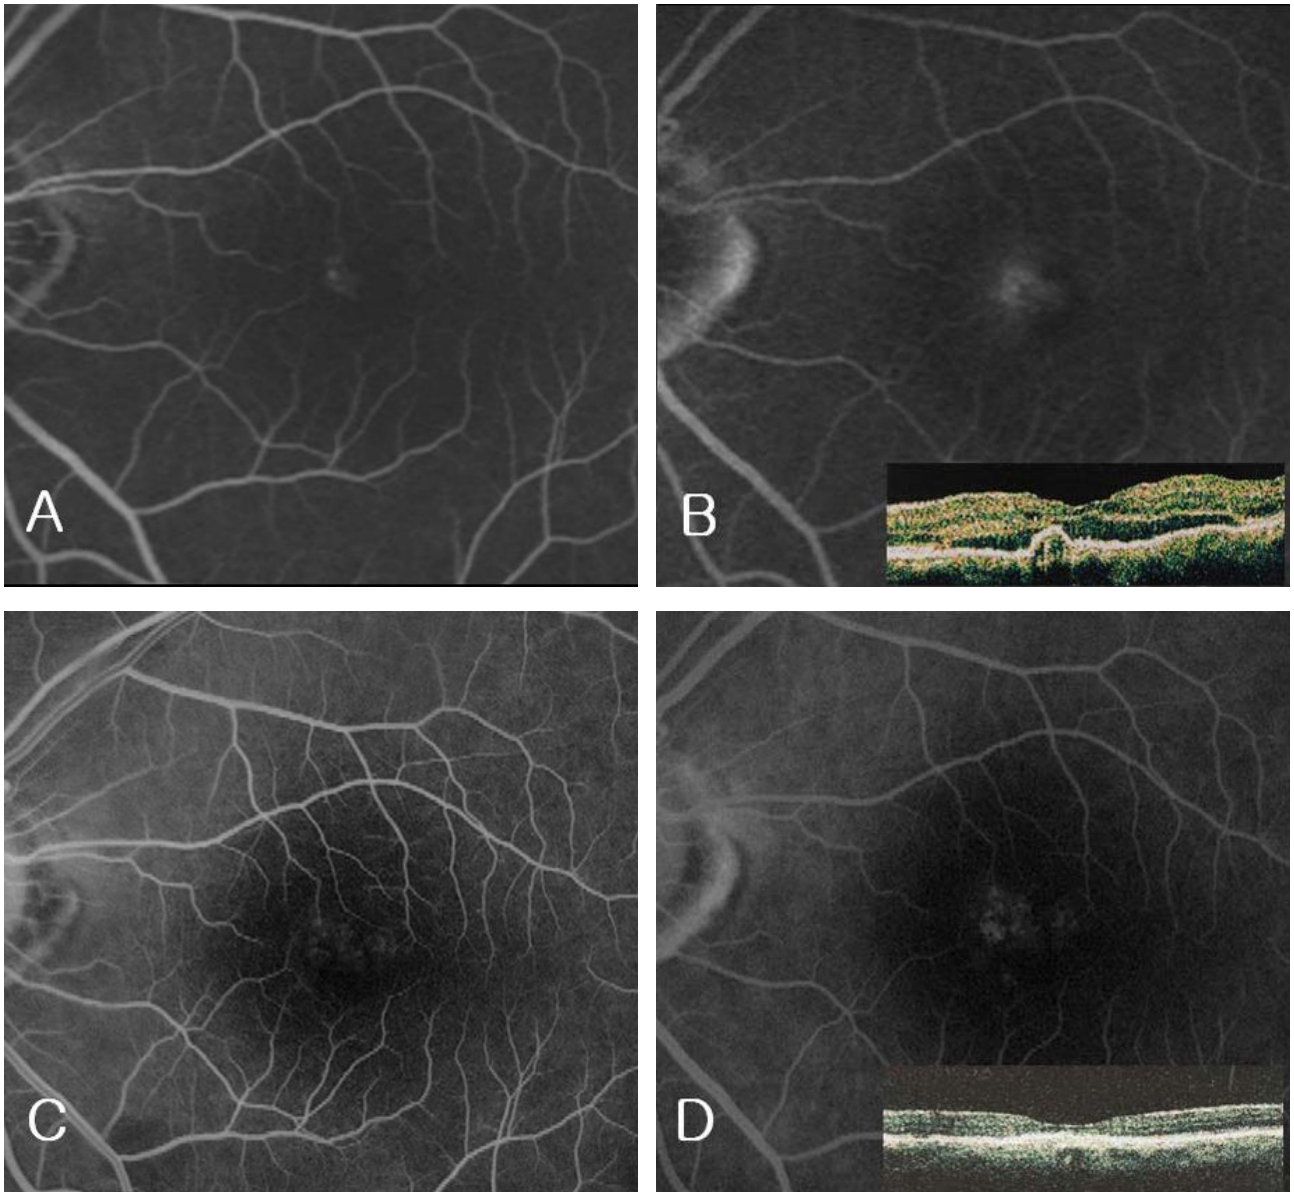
Fluorescein angiograph (FA) and optical coherence tomograph (OCT) of patient 4. Pre-treatment FA revealed leakage of dye under the sensory retina (A, B). OCT showed neurosensory retinal detachment as well as pigment epithelial detachment (PED) that was indistinct in FA (B). The visual acuity of this patient was 0.32 and photodynamic therapy (PDT) was done. One month after PDT, visual acuity improved to 0.63. FA revealed hyperfluorescence coming from retinal pigment epithelial window defect. Note the cessation of dye leakage (C, D). At this time, OCT showed complete resolution of PED and neurosensory retinal detachment (D).
